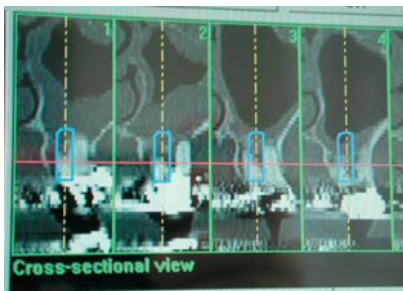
Cross-Sektion der Implantatplanung mit basaler Schleimhautschwellung und reduzierter Restknochenhöhe von 8 mm im Oberkiefer. – Abb. 12: Postoperative Röntgenkontrolle mittels OPG mit Implantaten, SIS-Platten und Übergangsimplantaten, auf denen das interoperativ inserierte PV fixiert wurde. Als typischer Befund ist beim postoperativen Kontroll-OPG der augmentierte Bereich nur schwach darstellbar und der Kieferhöhlenboden noch eindeutig abgrenzbar. – Abb. 13: Bonekollektor mit Eigenknochen.
